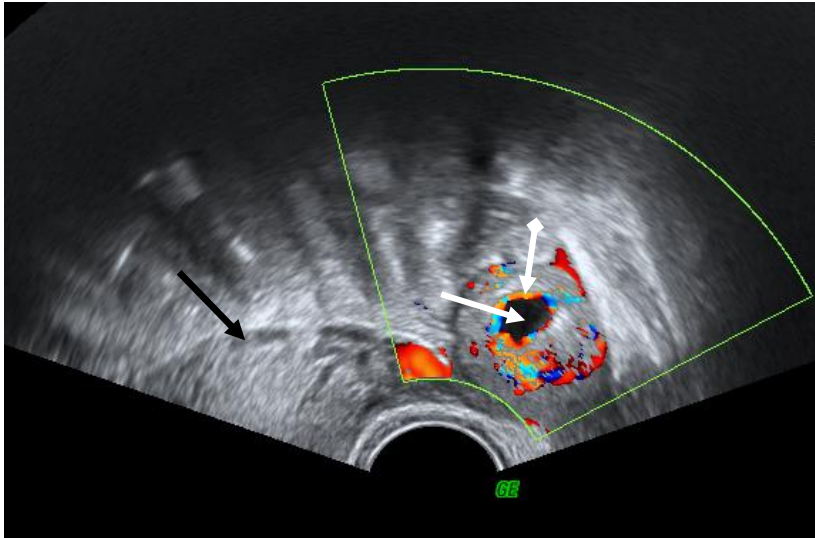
ТВУЗИ. Определяется плодное яйцо (белая стрелка) латеральнее матки (черная стрелка) справа с центральной гипоэхогенной зоной и гиперэхогенным ободком. ЦДК показывает васкуляризацию в виде кольца, окружающего центральную зону (стрелка с ромбом). Трубная внематочная беременность
